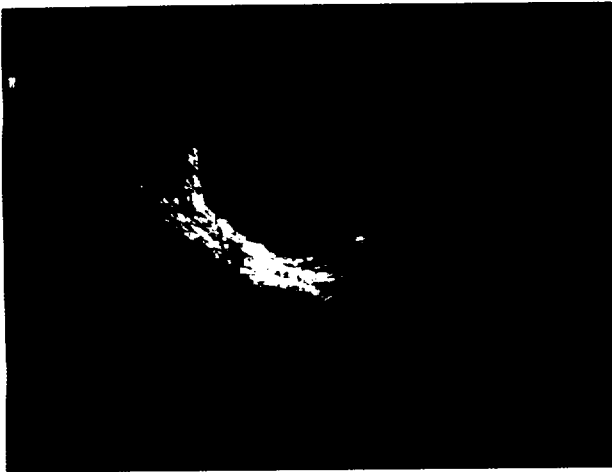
Abdominal gestational sac revealed during transvaginal ultrasound. The unusual location of the pregnancy was particularly evident in the dynamic modality of the ultrasonographic examination. The finding shows CRL is 1.95mm.
